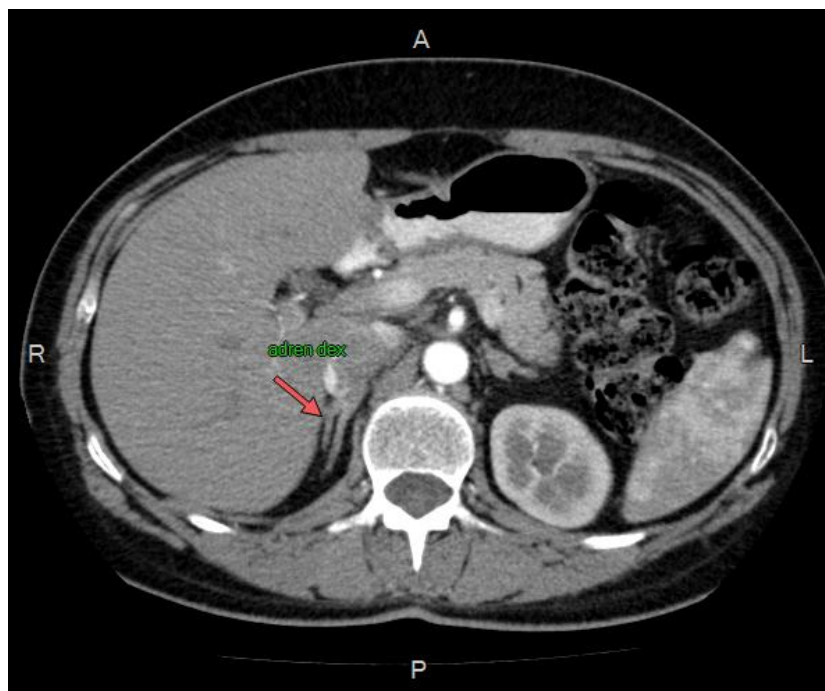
Комп'ютерна томограма: правий наднирник в нормі
